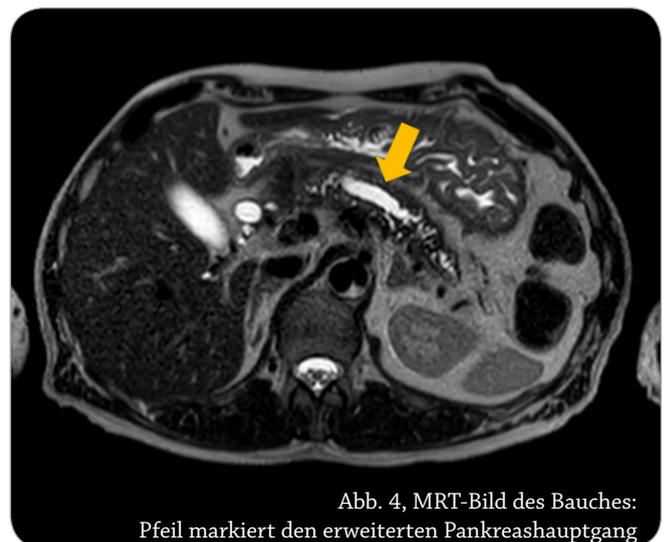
MRT-Bild des Bauches:
